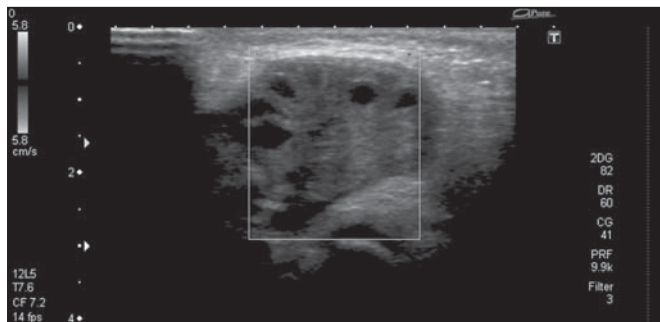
Ausência de fluxo vascular no ovário direito ao estudo com Doppler.
